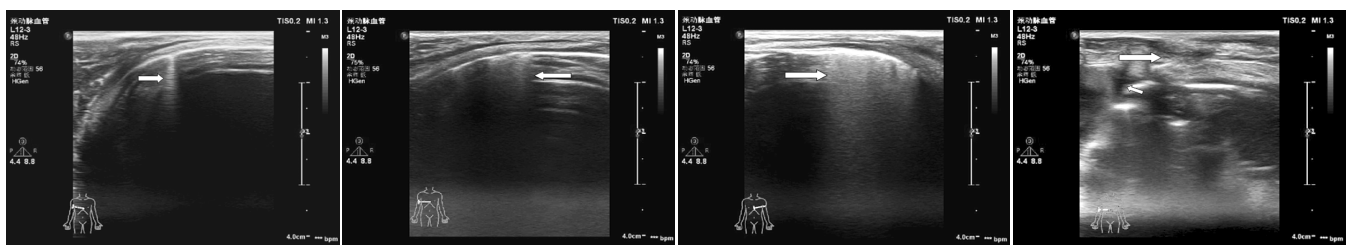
轻度致伤组超声检查示右侧肺部近边缘处单一“彗星尾”征(箭) 图 2 中度致伤组超声检查示右侧肺部近边缘处单一“彗星尾”征(箭) 图 3 重度致伤组超声检查示左侧下肺部数条“彗星尾”征(箭头示) 图 4 重度致伤组超声检查示右侧下肺部边缘出现“白瀑布”征(箭头示) 下肺部少量胸腔积液(箭头示)
